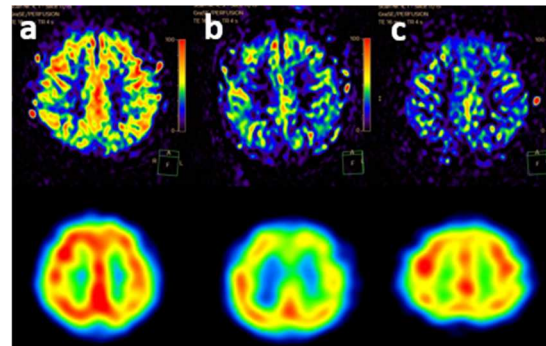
ASL と  $^{99m}\text{Tc}$ -ECD SPECT の視察的評価（上段：ASL、下段：SPECT、a：AD 76 歳女性、MMSE 16 点、b：DLB 89 歳女性、MMSE 7 点、c：MCI 75 歳女性、MMSE 30 点）
